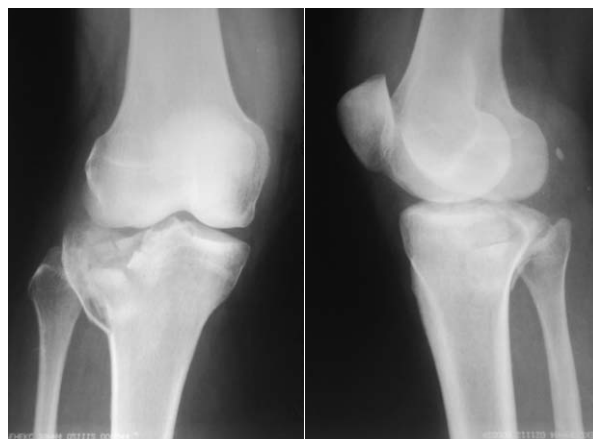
Пациентка Е., 41 год. Первичная рентгенограмма: определяется внутрисуставной перелом наружного мыщелка с многооскольчатым характером разрушения суставной поверхности и импрессией костной ткани
